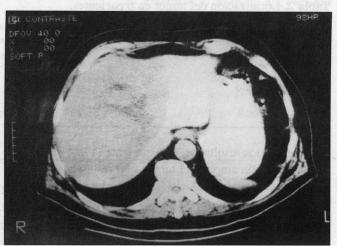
TAC abdominal en la que se observa una masa tumoral en el lóbulo derecho del hígado.
